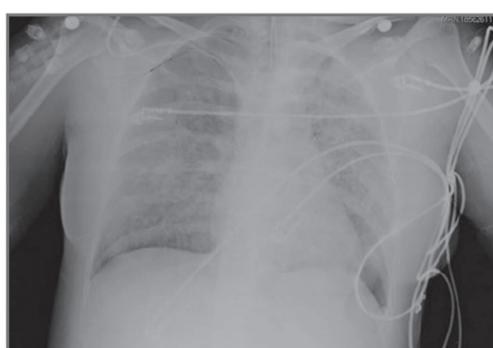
Radiografía de tórax con presencia de infiltrados en 4 cuadrantes.
